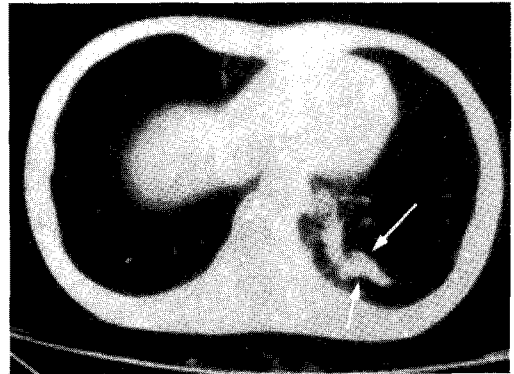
Chest CT shows tubular shaped high density (indicated by arrows) suggesting feeding vessel is visible on the left posterior lower lung field.
